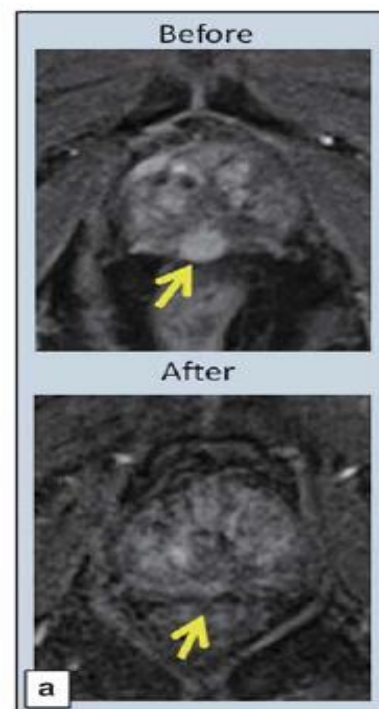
RMN de próstata antes y después de ad-REIC ³³.
